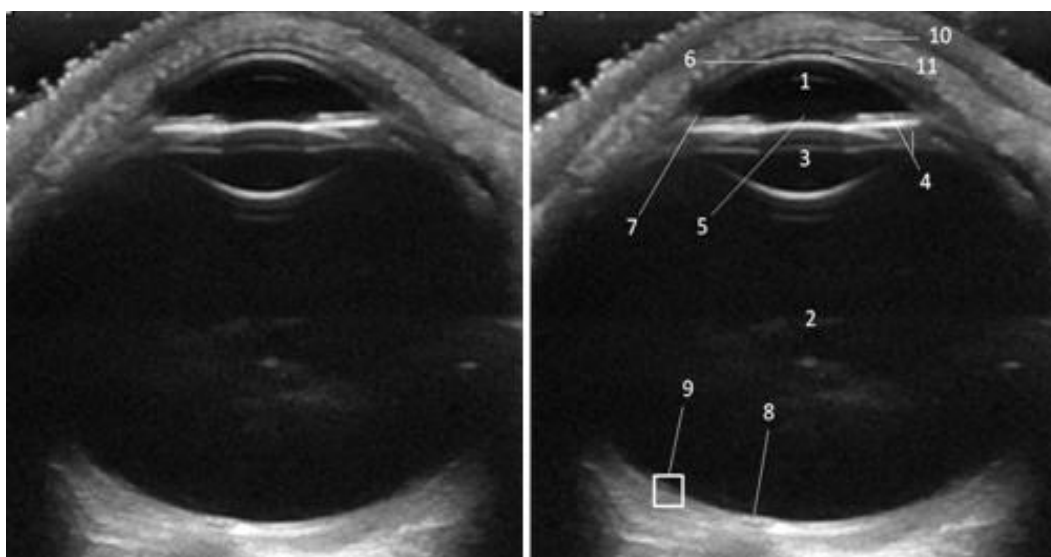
Anatomía ocular básica con ecografía convencional, sonda de 15 MHz: (1) Cámara anterior. (2) Cámara vítrea. (3) Cristalino. (4) Iris y cuerpo ciliar. (5) Pupila. (6) Córnea. (7) Ángulo iridocorneal. (8) Papila óptica y salida del nervio óptico. (9) Retina + coroides + esclera. (10) Párpado. (11) Película lacrimal.
